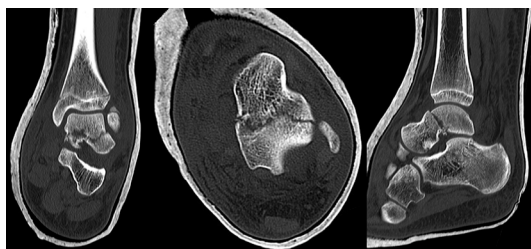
Tomografía computada de tobillo de una niña de 10 años, evidenciando fractura de cuello de talo.
